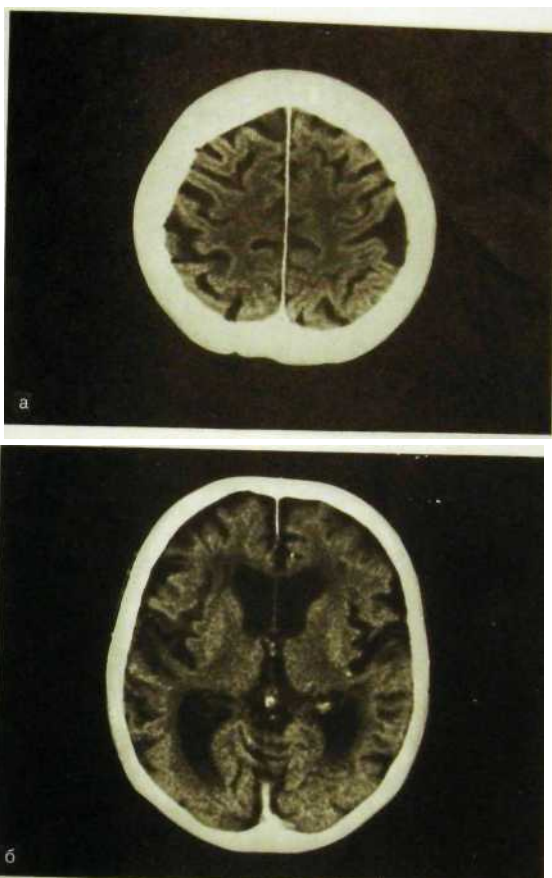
189. Компьютерные томограммы головного мозга, а, б, в, г — срезы на разных уровнях.
